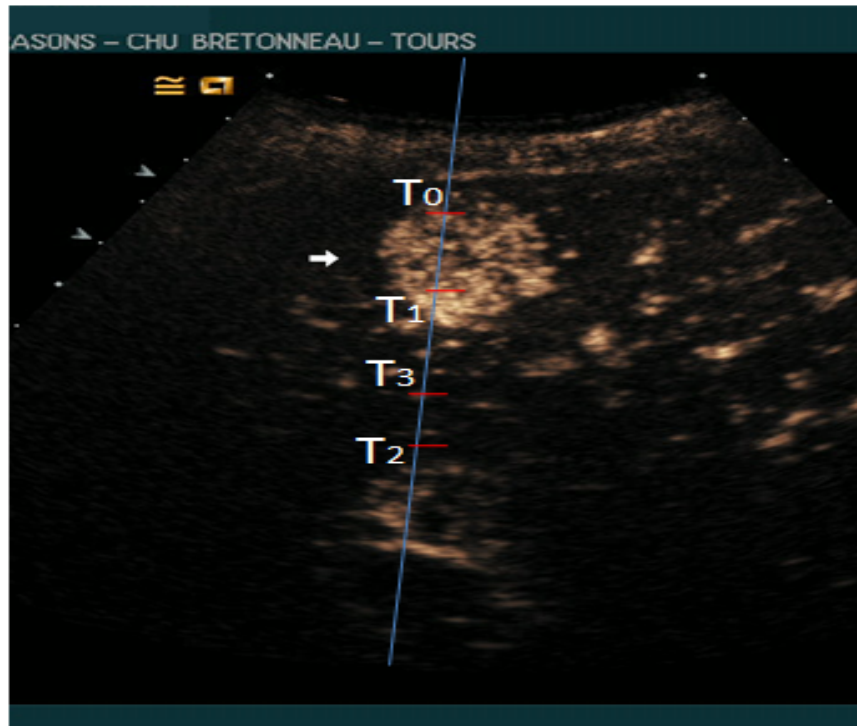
Image échographique. Contrast tissue/milieu perfusé (CTR).
